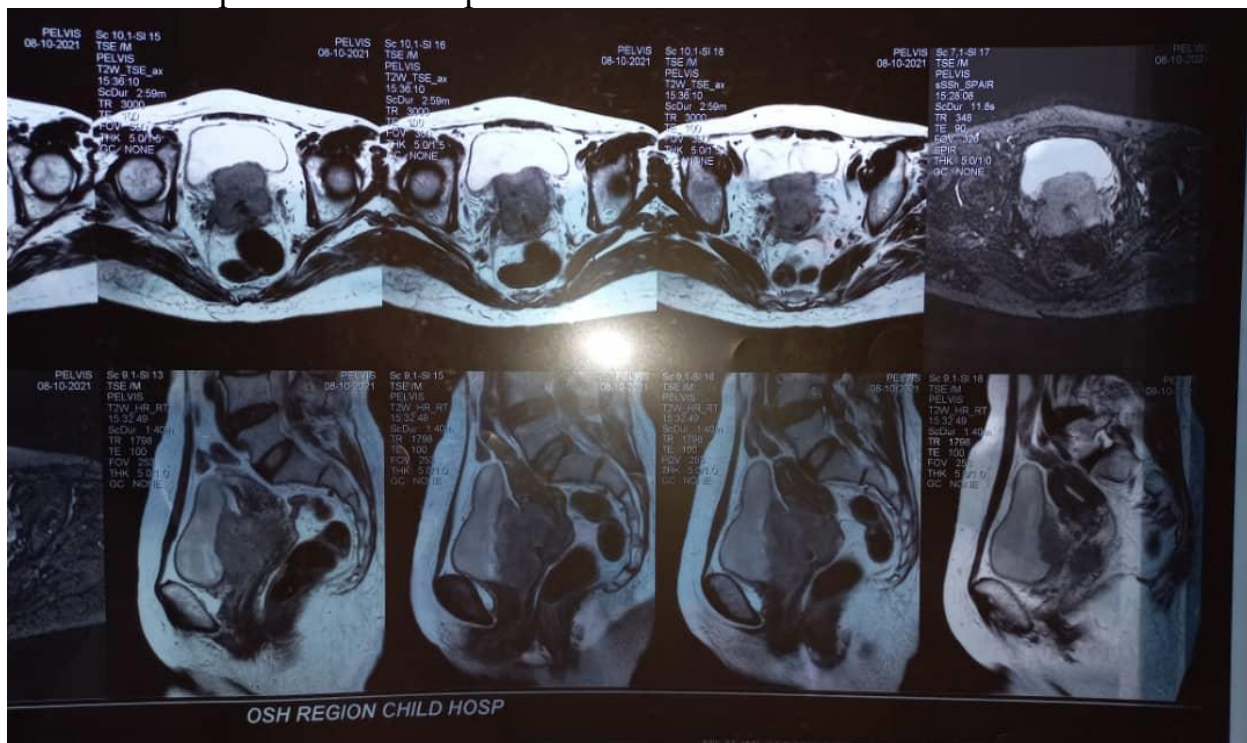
Компьютерная томография малого таза до лечения местно-распространенного рака шейки матки
